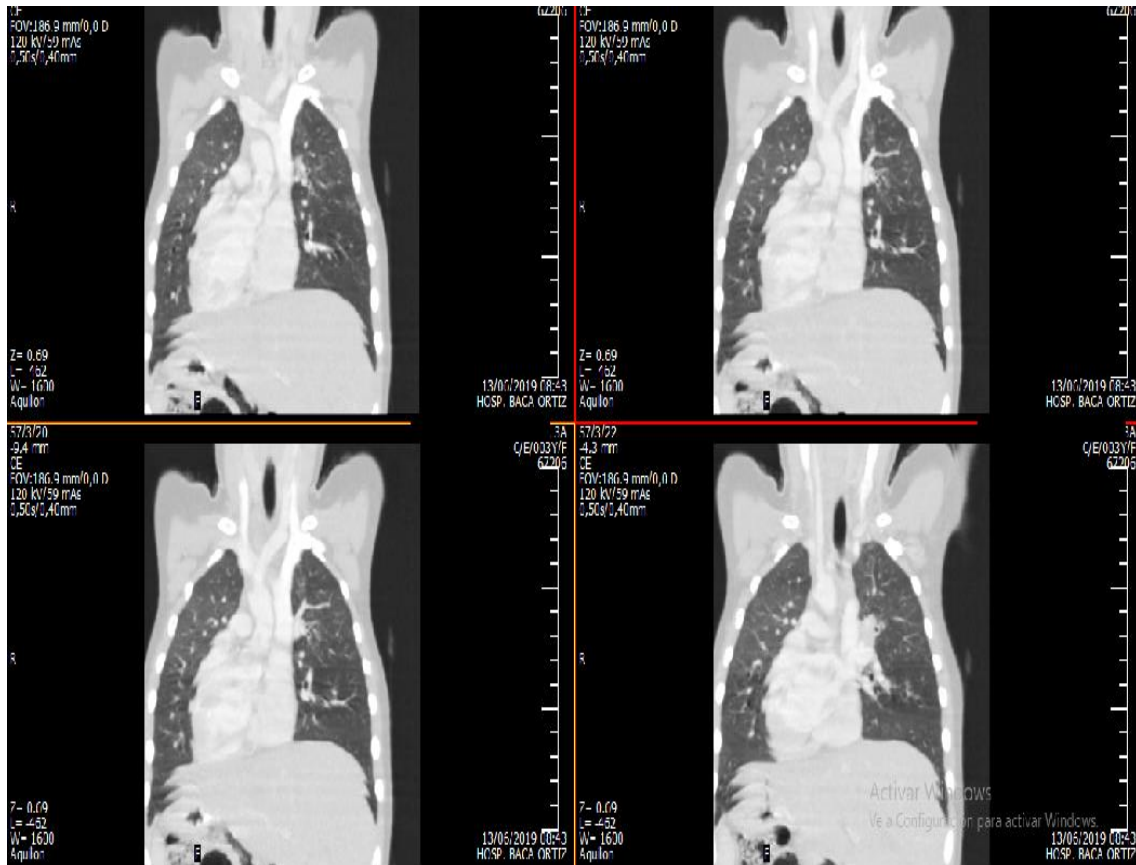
Tomografía: situs inversus atrial, pulmonar y abdominal
